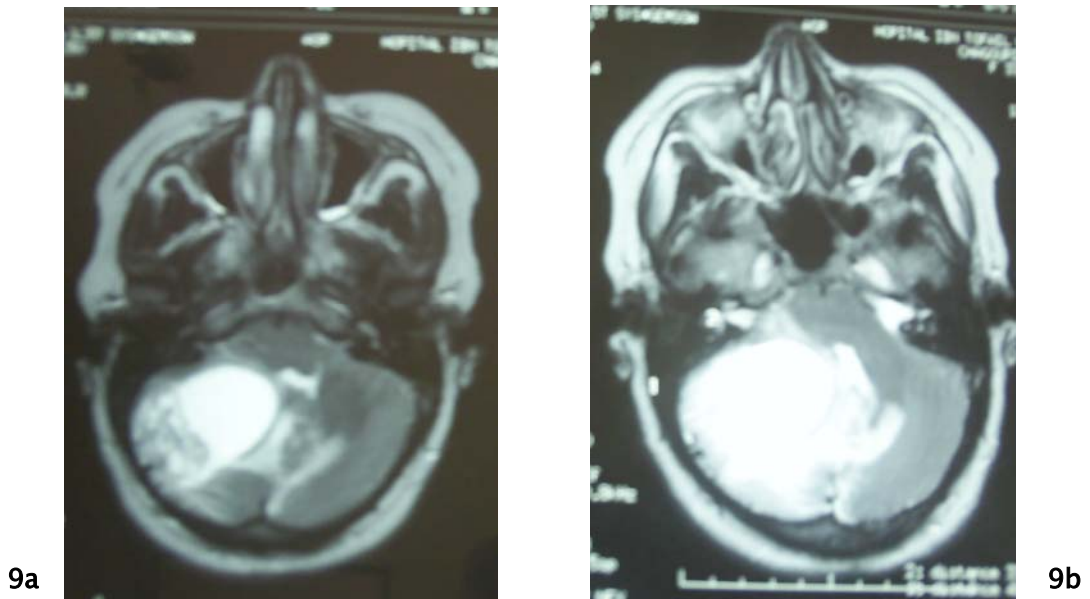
Image IRM en coupe axiale en séquence T2 montrant une image hyperintense de l'hémisphère cérébelleux droit entourée d'un œdème péri lésionnel important avec un petit bourgeon tumoral en périphérie.
